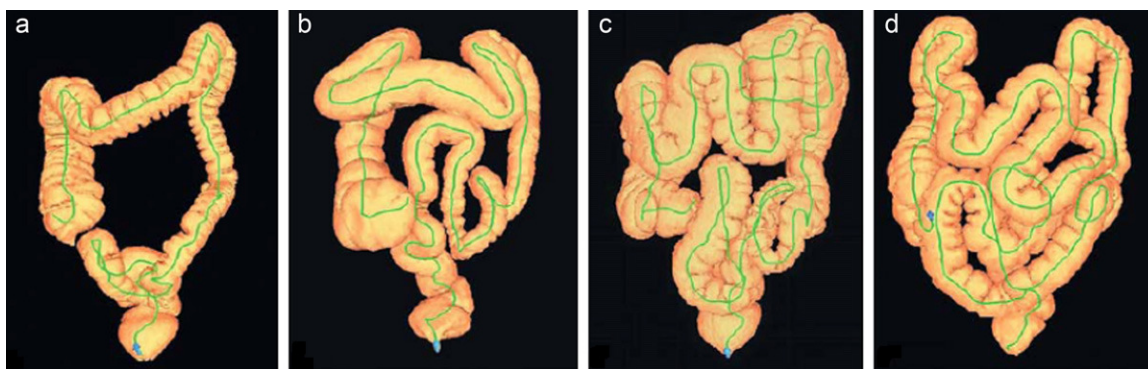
Diferencias anatómicas del colon mediante reconstrucción 3D con tomografía computarizada que muestra diversos grados de complejidad. (Fuente: Khashab et al.¹¹)
